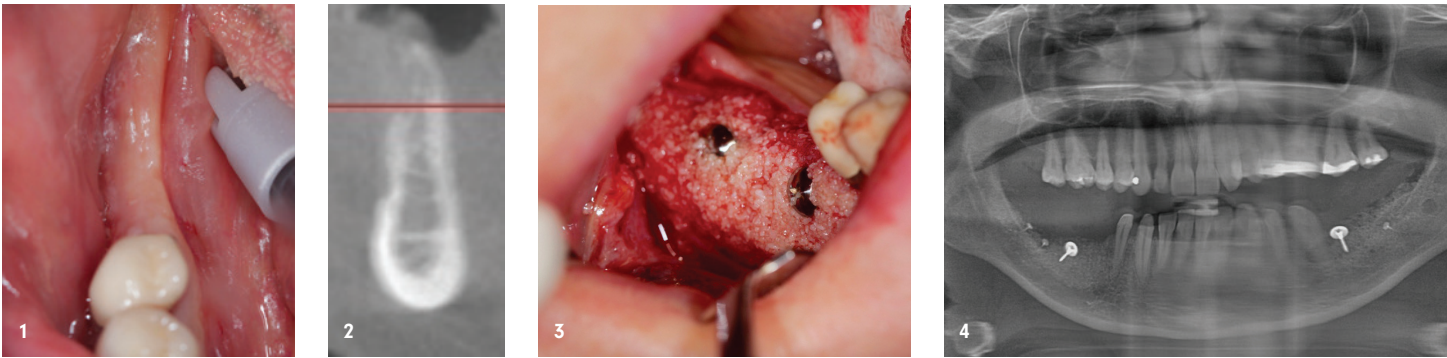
Klinische Ausgangssituation (rechte Seite) mit zu schmalen Kieferkamm für das Setzen von Implantaten. – Abb. 2: Röntgenbild der Ausgangssituation (rechte Seite). Cross Section in etwa auf der Höhe, wo die ersten Implantate hinter den Prämolaren zu stehen kommen sollten. – Abb. 3: Zustand intraoperativ während Augmentation mit Schirmschrauben in situ. – Abb. 4: Röntgenbild nach Augmentation mit röntgenopaken Schirmschrauben und Titanpins in situ.
